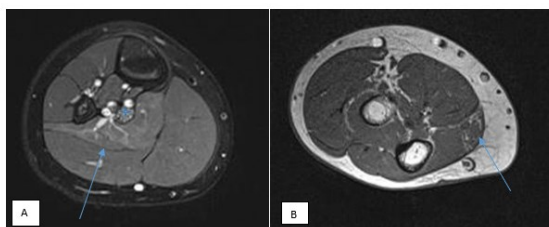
(A) Tăng tín hiệu dây TK tọa trái. (B) Phù cơ thiếu dưỡng TK (mũi tên). (C) Tăng kích thước dây TK chày sau (mũi tên).
